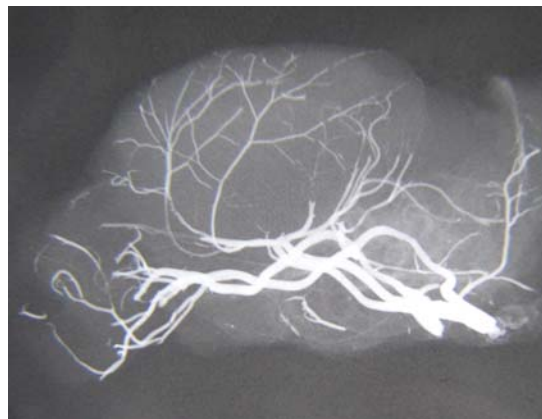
Розширення просвіту магістральних артерій головного мозку. Збільшення симетрії і величини кутів галузнення. Рентгенангіограма артерій головного мозку щура через 3 дні після дозованого звуження каудального відділу черевної аорти. Фото з рентгенангіограми.
